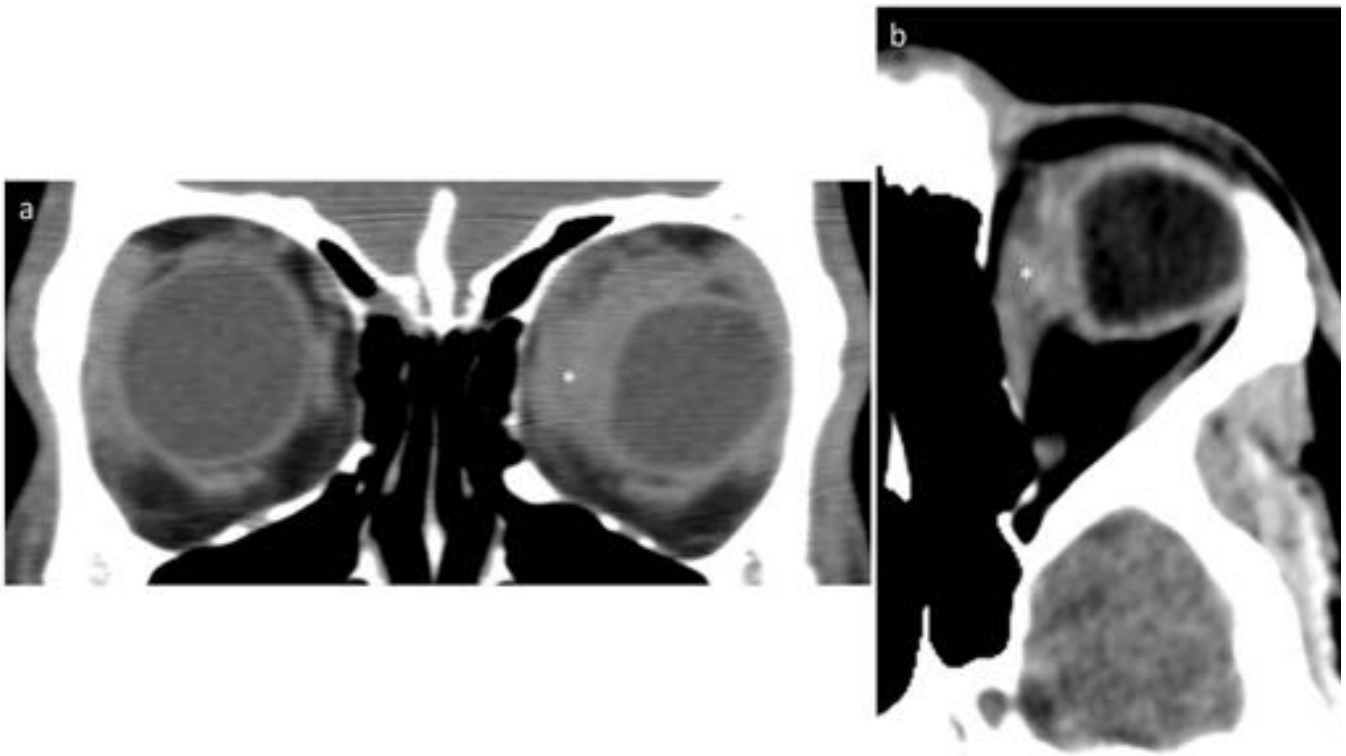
Caso-2: Las imágenes corresponden a reconstrucciones multiplanares de TC en los planos coronal (a) y axial (b). En la región medial de la órbita izquierda se aprecia lesión de partes blandas, de localización extraconal (*)
